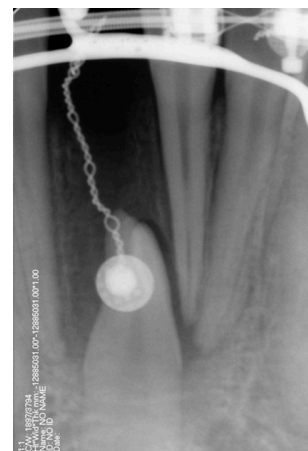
Radiografía de control dos meses después de la cirugía.
